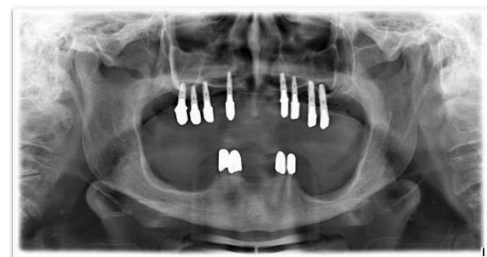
Panoramic radiograph of the same patient 13 years after treatment
